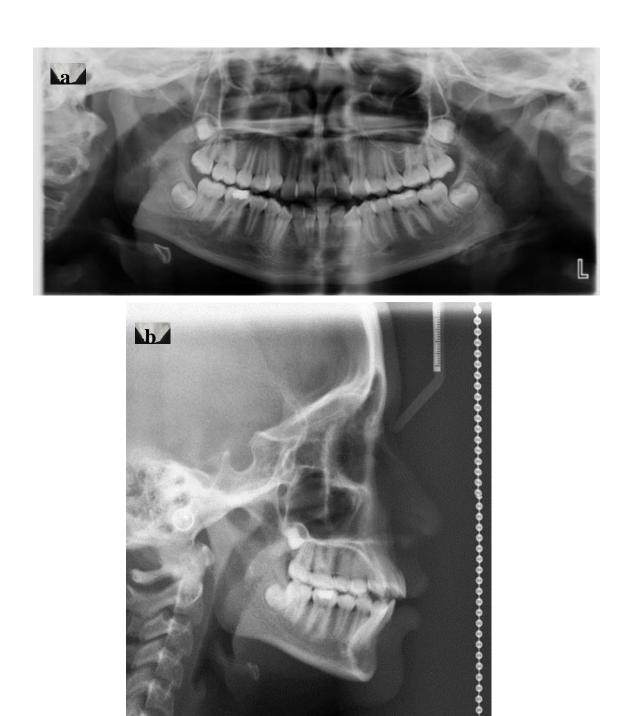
radiografías: a) radiografía panorámica, b) radiografía lateral
